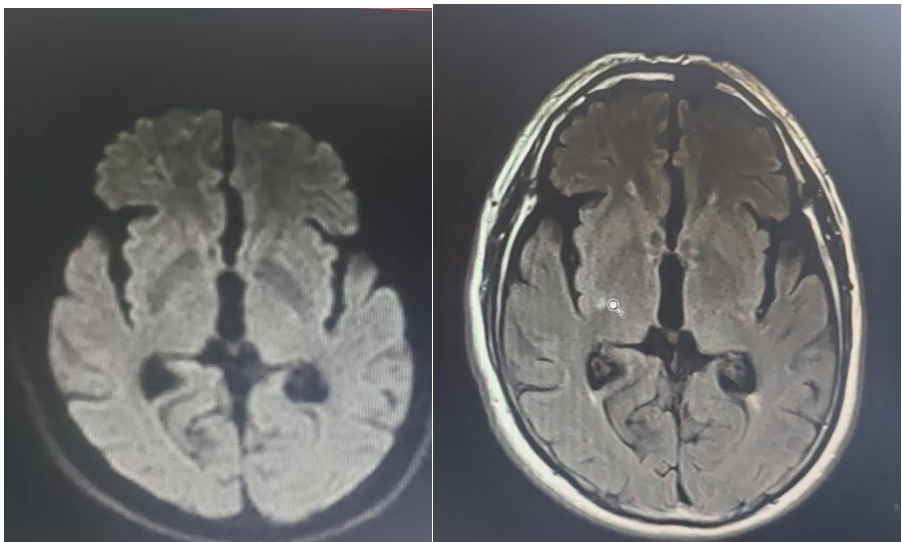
Cranial MRI: 1. Ischemic degeneration foci and small softening foci in bilateral basal ganglia regions
